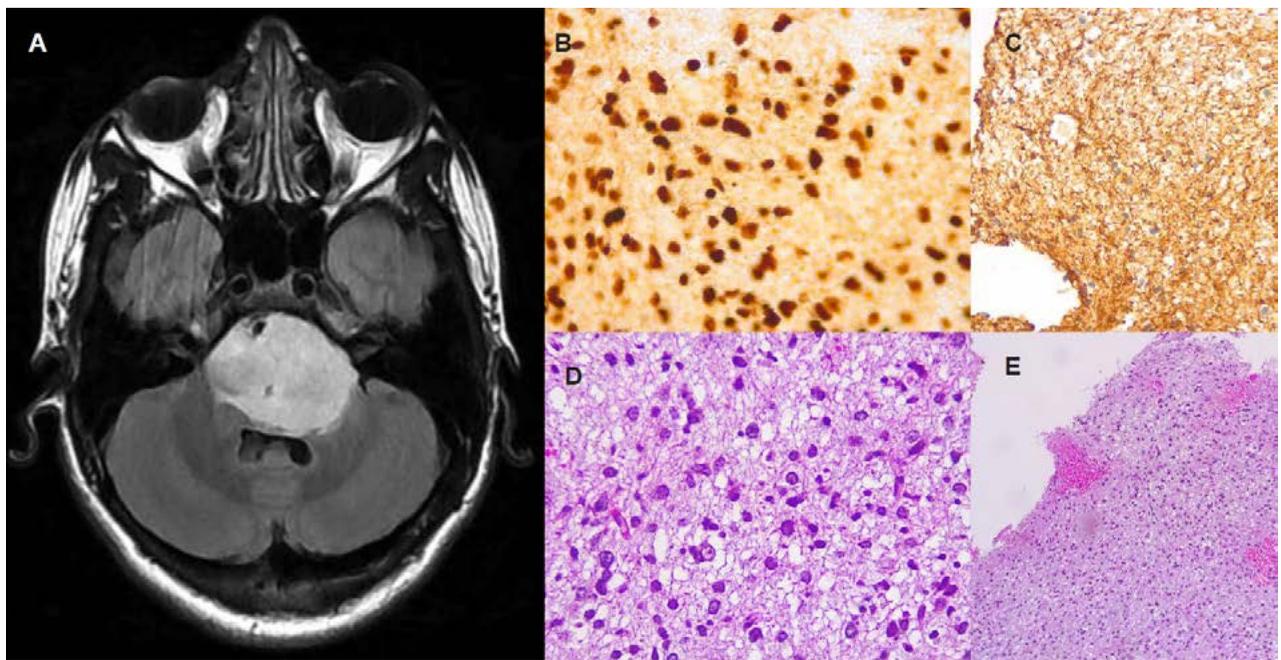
Caso 1.: A. Secuencia FLAIR de RMN diagnóstica prequirúrgica, en donde se evidencia lesión difusa pontina, hiperintensa, que genera compresión y desplazamiento del IV ventrículo. B, C, D y E. Cortes histológicas de los resultados patológicos, evidencian tinciones de GFAP y hematoxilina-eosina, con proliferación neoplásica, núcleos ovalados y moderado pleomorfismo. Sin signos de proliferación vascular ni necrosis. Con tinción positiva para H3K27M (B) y GFAP (C), compatibles con diagnóstico de glioma difuso de línea media.
